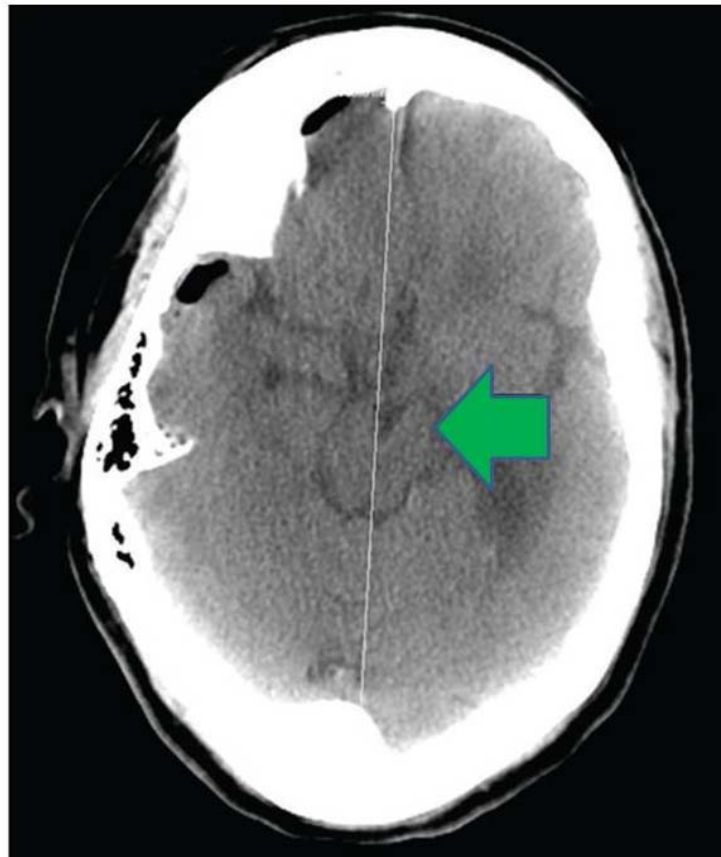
TDM cérébrale en coupe axiale montrant la persistance de la déformation du TC (flèche) après évacuation d'un hématome sous-dural chronique [4]
